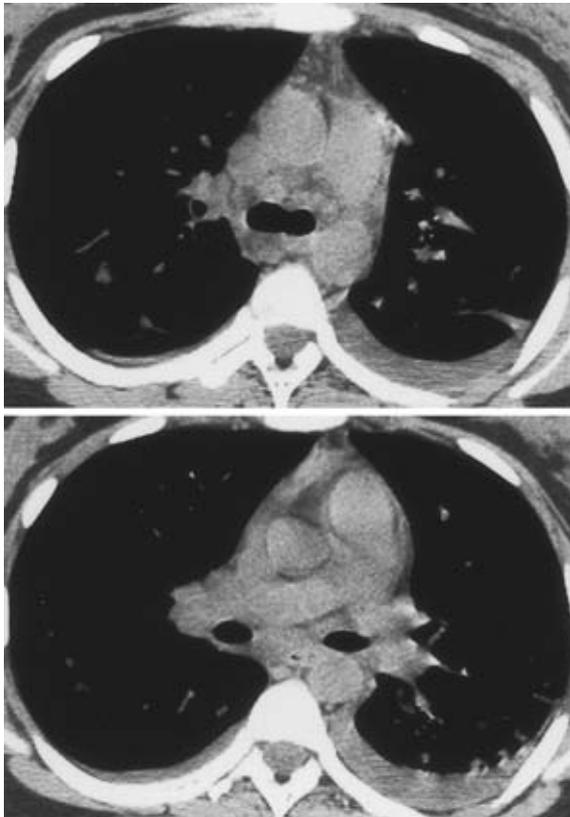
A chest CT scan showing multiple mediastinal lymphadenopathy and bilateral pleural effusions.
